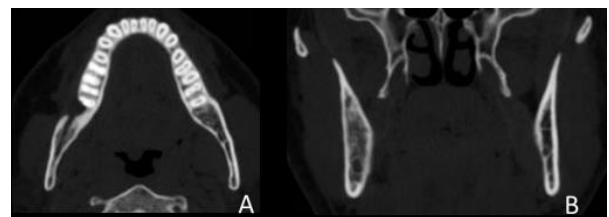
Tomografia computadorizada em corte axial (A) e coronal (B) com 12 meses de acompanhamento.
